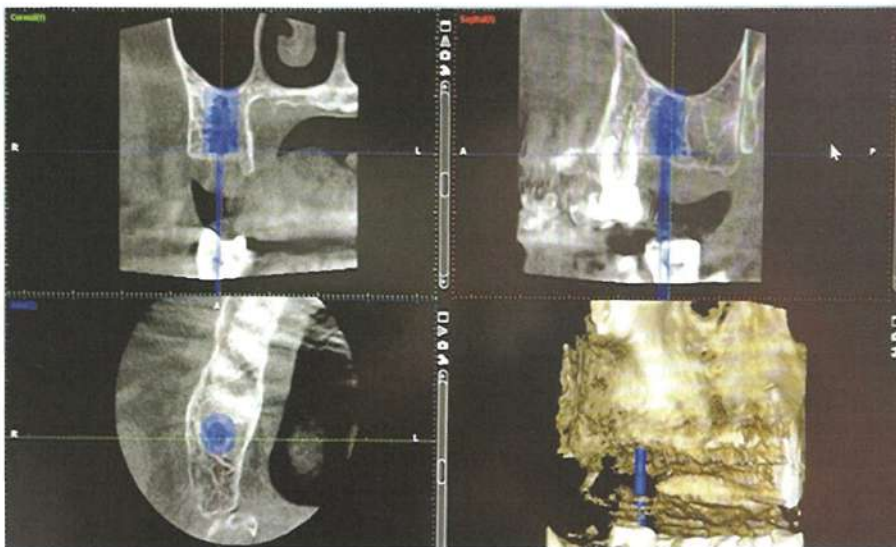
Комп'ютерна томографія в трьох проекціях з 3D моделлю
